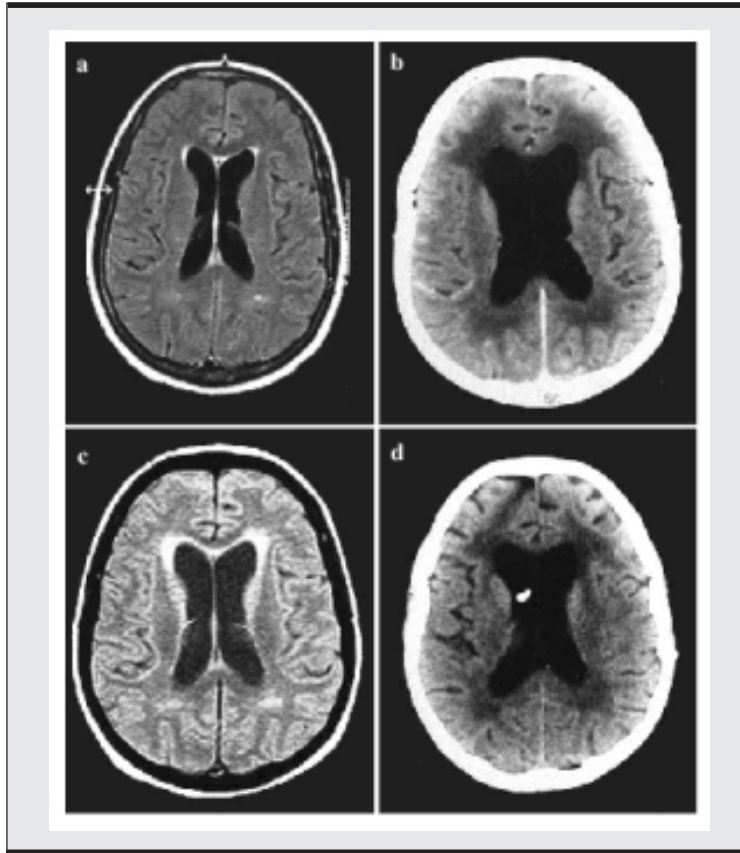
Imagen en FLAIR de RM axial en paciente a: Previo a radioterapia. b: TAC de cráneo posterior a radioterapia se observa dilatación ventricular e hipodensidad de sustancia blanca. c: Densidad de protones, se observa hiperintensidad de sustancia blanca periventricular. d: TAC de cráneo posterior a derivación, persiste dilatación ventricular. (Modificado de Neurol Sci 2002;23:237- 241).
